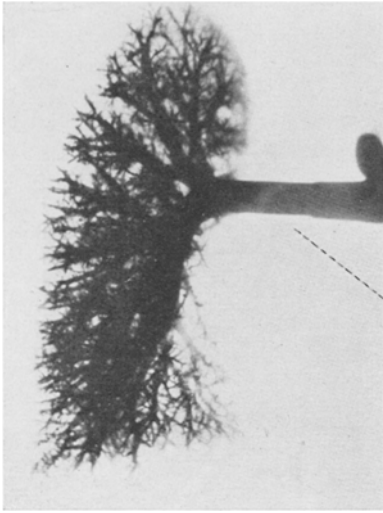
Röntgenaufnahme einer normalen gleichaltrigen linken Lunge nach Einspritzung der Art. pulmonalis mit Bariumbrei.
